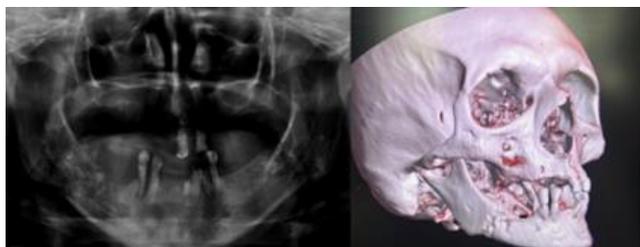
Radiografia Panorâmica e Tomografia Computadorizada. Evolução do aspecto de roído de traça para fratura em região de corpo mandibular direito.
